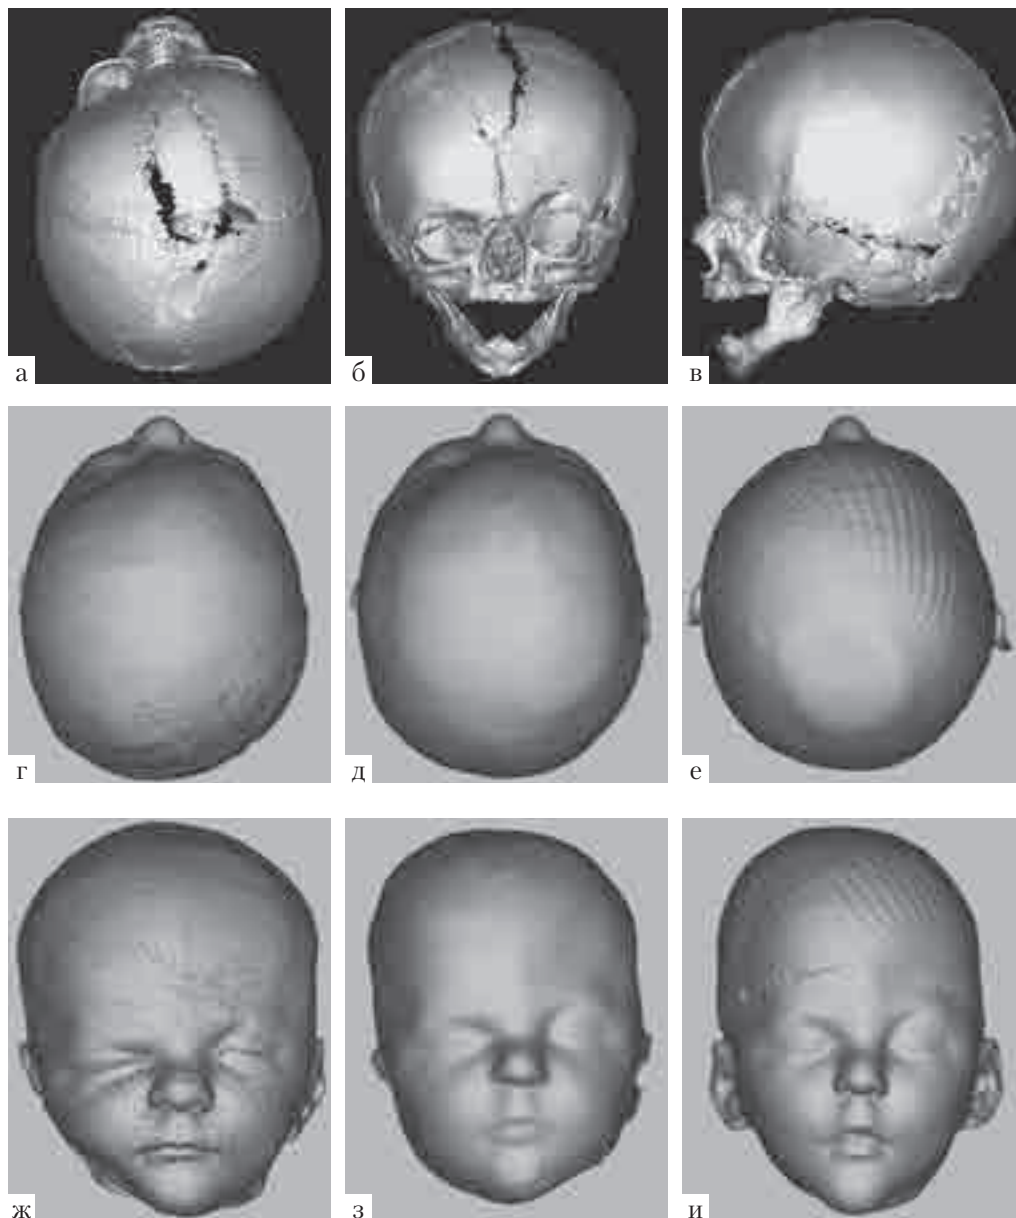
Иллюстрации к клиническому наблюдению №3, ♂ Ф-ов, DS: синостоз коронарного шва слева, левосторонняя лобная плагиоцефалия, позиционная плагиоцефалия: а–в — 3D-КТ черепа в возрасте 1 мес.: синостоз коронарного шва слева, типичная деформация лобно-орбитальной области слева, сочетающейся с уплощением теменно-затылочной области справа, характерной для позиционной плагиоцефалии и не связанной с синостозом; г, ж — 3D-КТ в мягкотканом режиме в возрасте 1 мес.; д, з — ФГМ в 4 мес. на этапе лечения КО: уменьшение деформации лобно-орбитальной области; е, и — ФГМ в 12 мес. на этапе завершения лечения КО: практически полный регресс деформации лобно-орбитальной области
